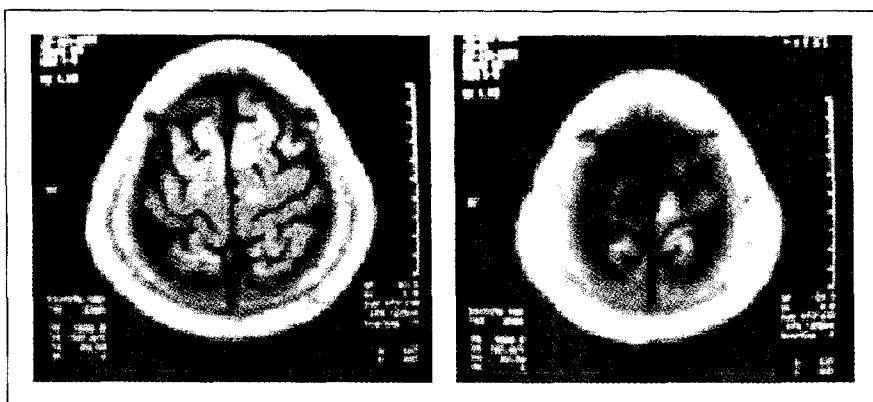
Case 1 patient's MRI images show cerebral infarction at left high medial frontal lobe.
